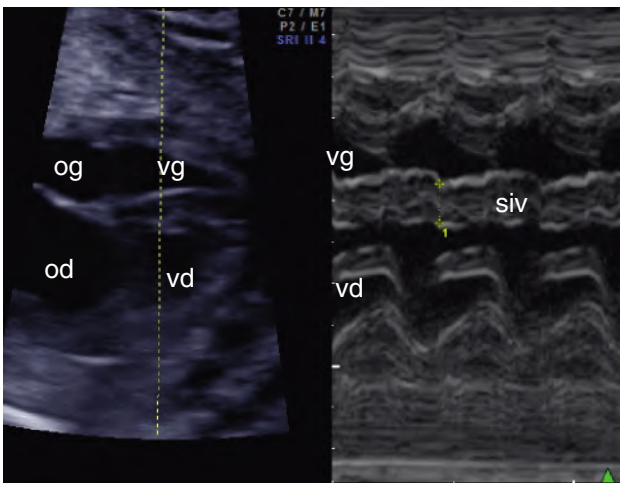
Échographie en mode TM pour mesure de la taille, de l'épaisseur et de la cinétique des ventricules. En incidence des quatre cavités, le curseur est placé perpendiculairement au septum interventriculaire (siv). La mesure de l'épaisseur des parois ventriculaires s'effectue en diastole, lorsqu'elles sont les plus fines. od : oreillette droite; og : oreillette gauche; vd : ventricule droit; vg : ventricule gauche.
